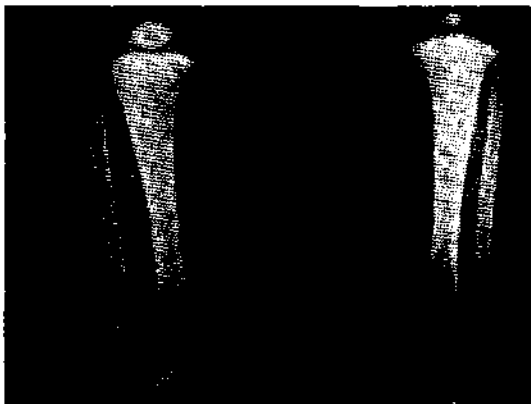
Radiografía del caso de la figura 5.
